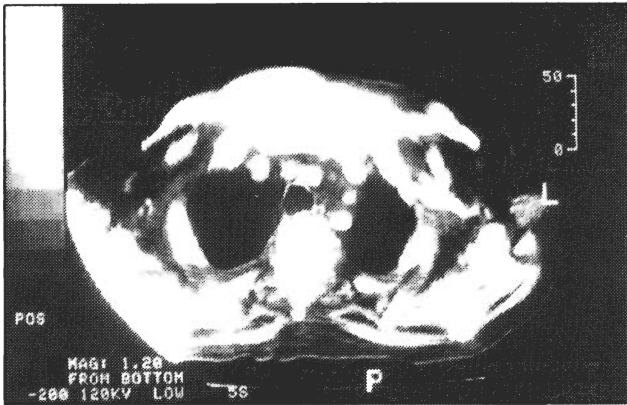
TAC cervical e torácica — lesão infiltrativa da parede torácica e mediastino anterior
